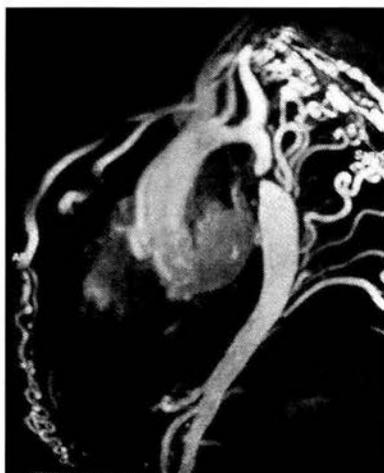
Angioresonancia que demuestra una coartación severa de la aorta torácica descendente con abundante circulación colateral e hipoplasia moderada del arco aórtico
